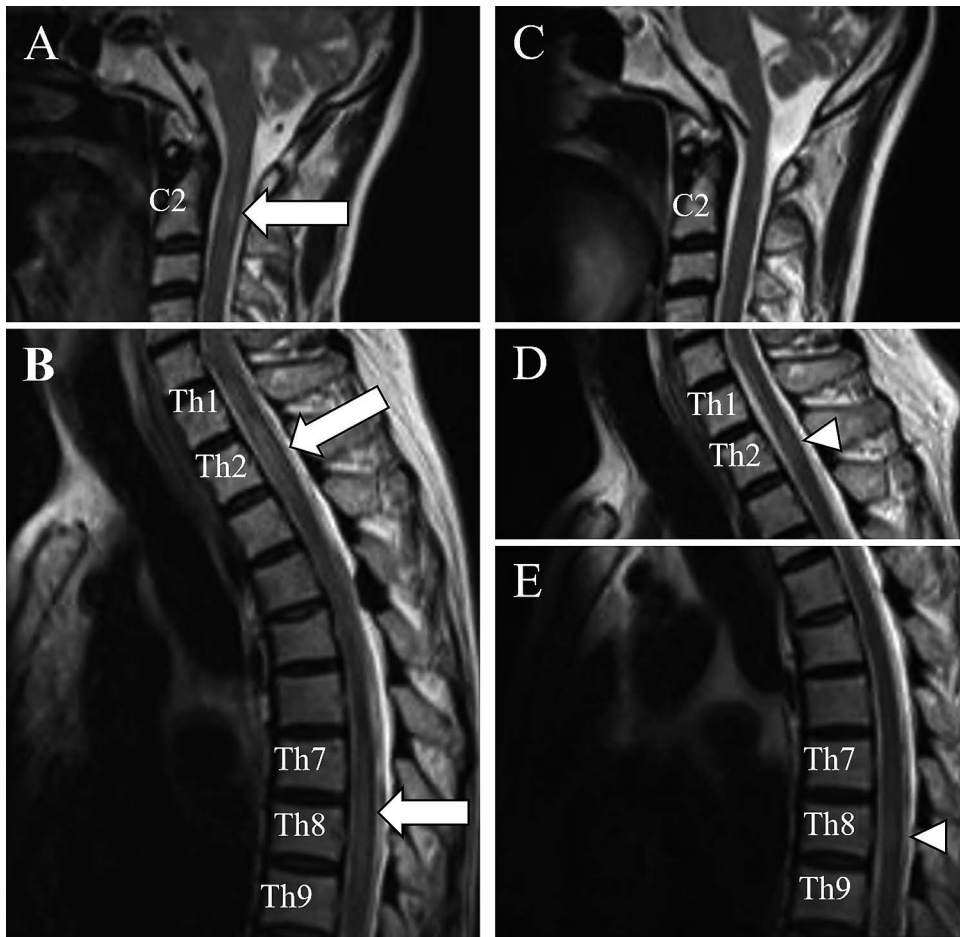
Spinal MRI findings before and after treatment.
